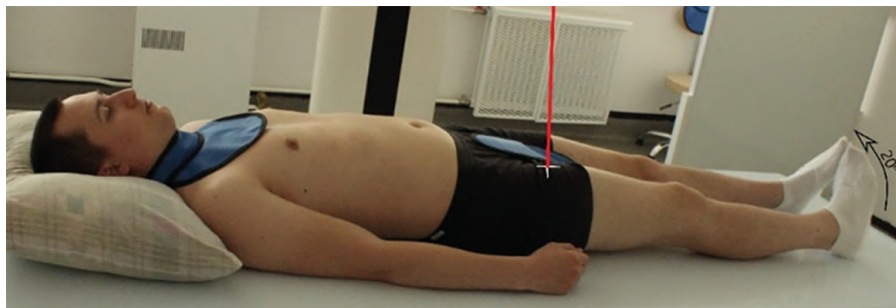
Рентгенография бедренной кости. Задняя прямая проекция, проксимальный отдел
